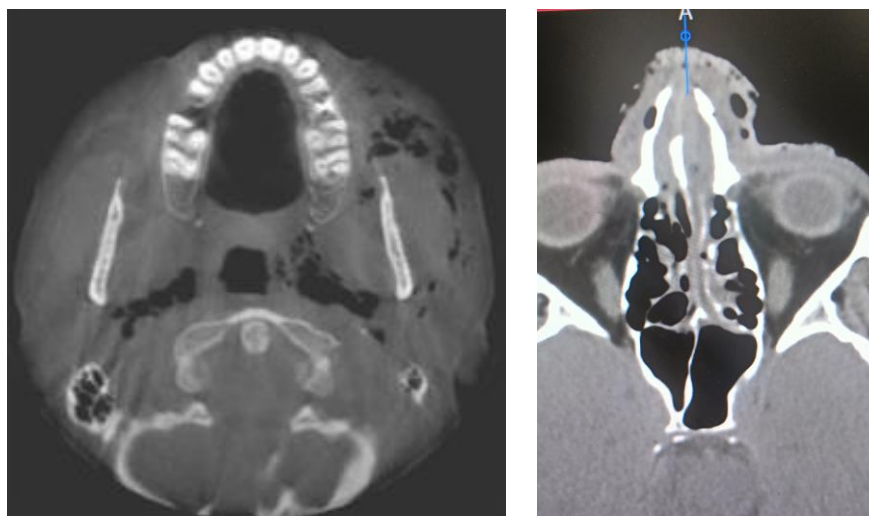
Пациент М., 49 лет. МСКТ лицевого скелета. Диффузное распространение воздуха в подкожно-жировой клетчатке щечной и подглазничной областей слева, в области мягких тканей носа. Максимальное количество газа в щечной области.
